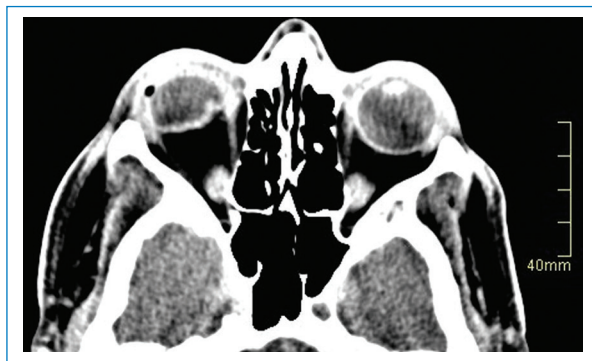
Rotura del globo ocular derecho. TC simple de los ojos en plano axial y ventana de tejidos blandos que muestra disminución del volumen del globo ocular derecho, el cual tiene contornos lobulados y descompresión del cuerpo vítreo.
